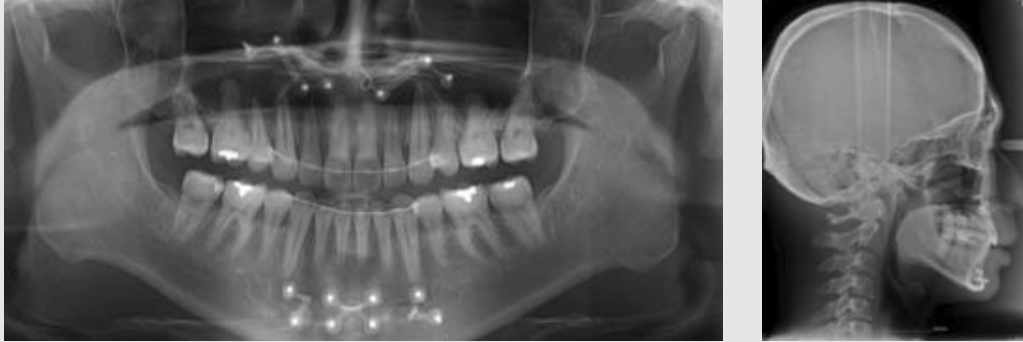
Radiographic findings after treatment. (A) panoramic radiograph, and (B) lateral cephalometric radiograph.
